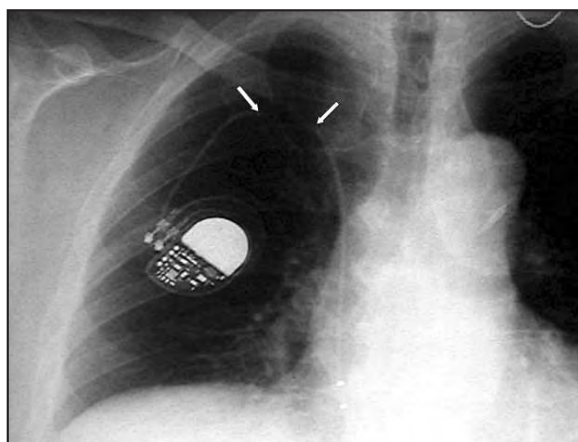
Radiografía de tórax en la que se aprecia un marcapasos y su electrodo roto (flechas).
